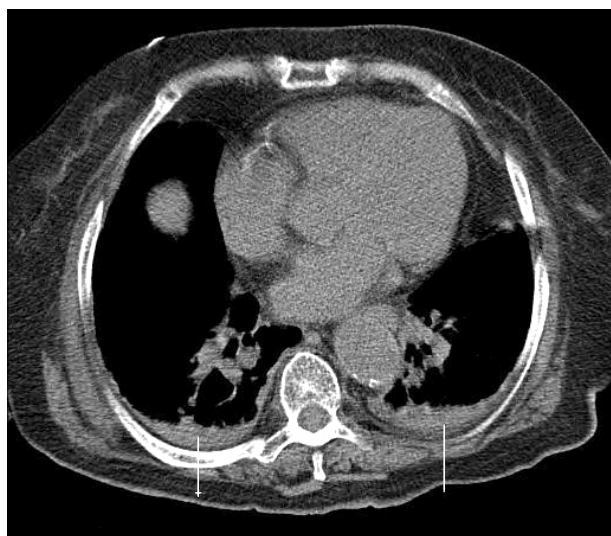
Chest computed tomography shows an air space consolidation in the bilateral lower lobe of dependant portion.
